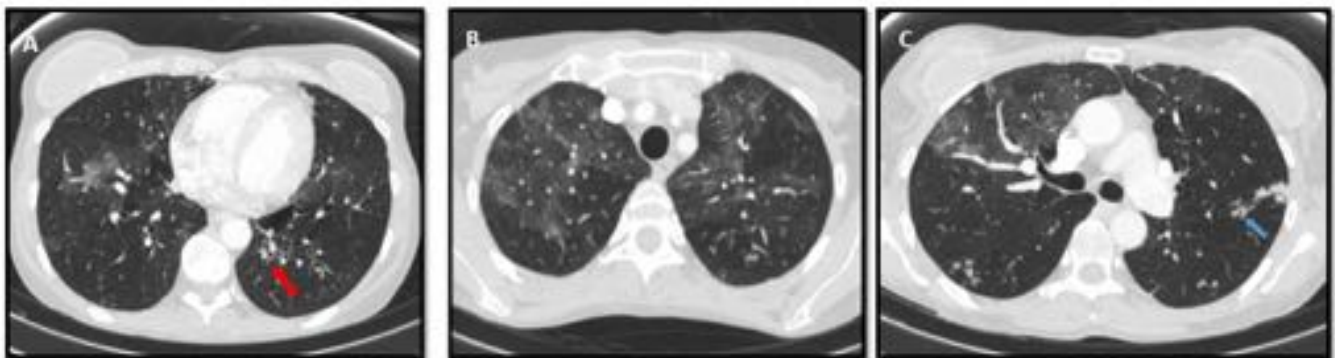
TC de tórax con CIV en un paciente con trasplante alogénico de células madre con diagnóstico de EICH crónica extensa con afectación gastrointestinal y pulmonar. Nótese el engrosamiento de las pequeñas vías respiratorias (flecha roja en A), nódulos centrilobulares (Flecha azul en C) y las zonas de atrapamiento de aire con el patrón de atenuación en mosaico (B), todo ello consistente con el diagnóstico de bronquiolitis obliterante.
